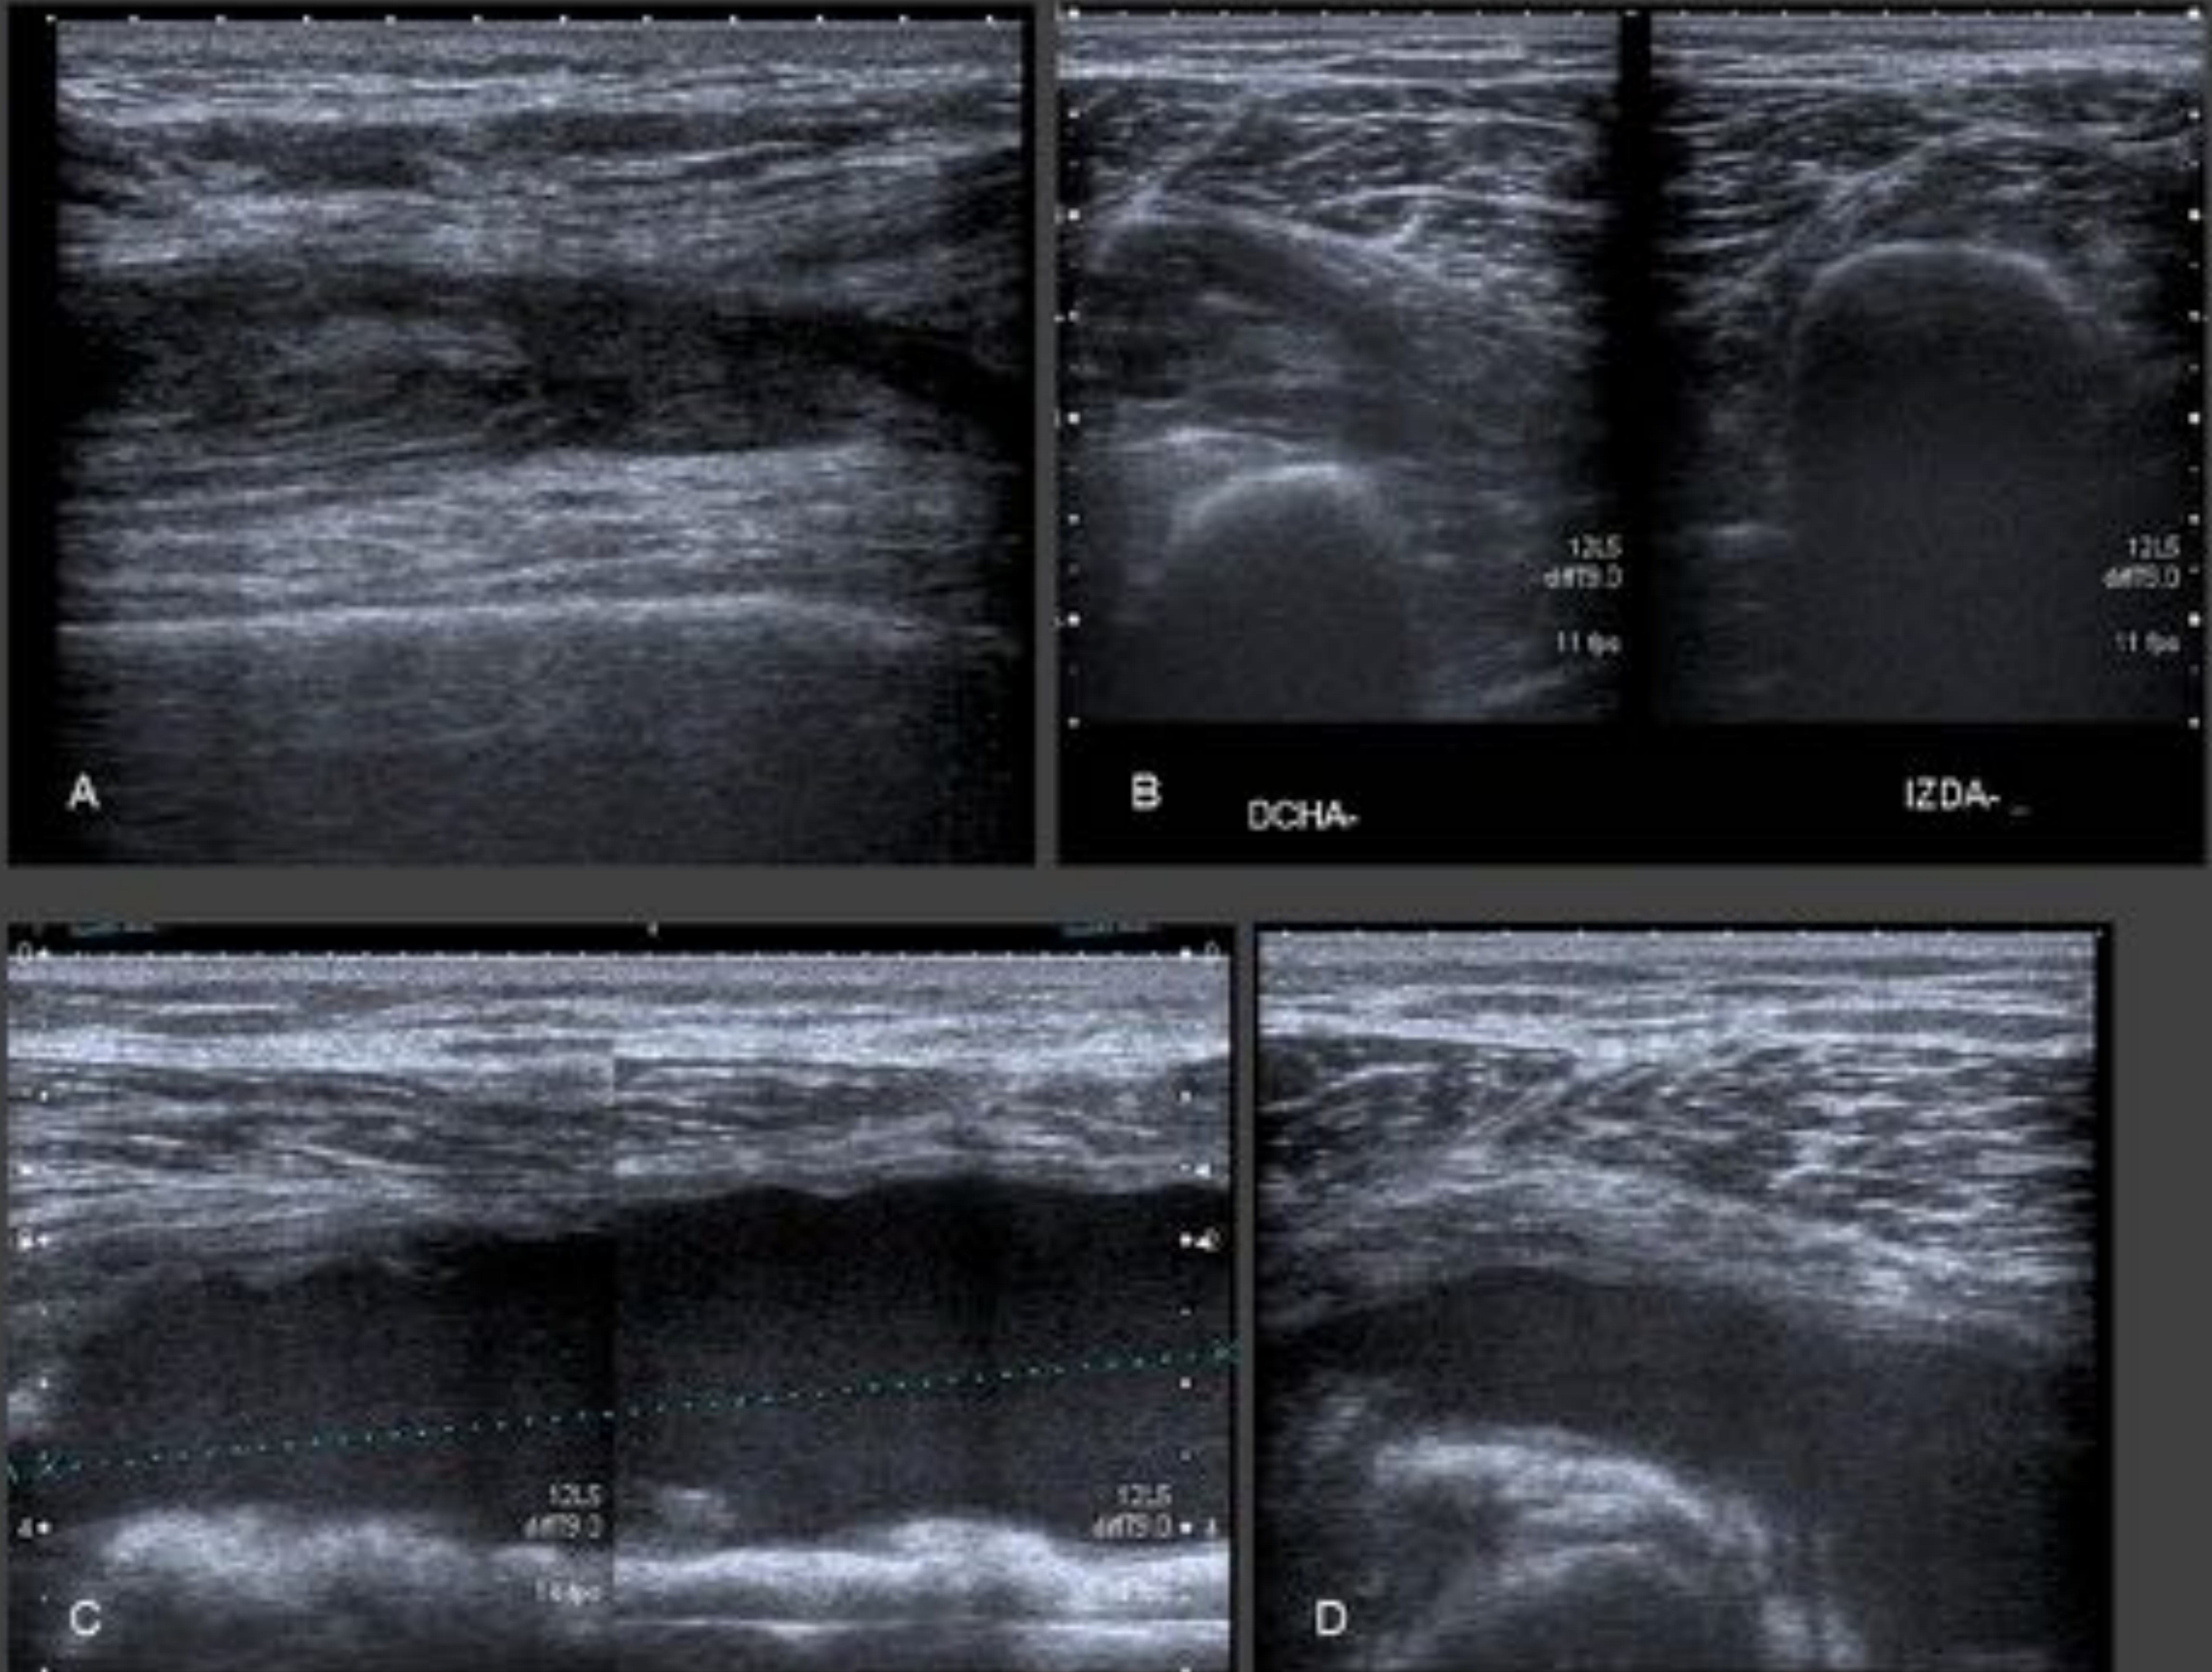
Traumatismo por toro en rodilla derecha. Inflamación a tensión en la zona del traumatismo. A y B, hematoma en el espesor de los músculos vasto interno y medial. C y D, ecografía 2 semanas después del traumatismo que muestra una gran colección hipoecoica en relación con el hematoma en evolución.
